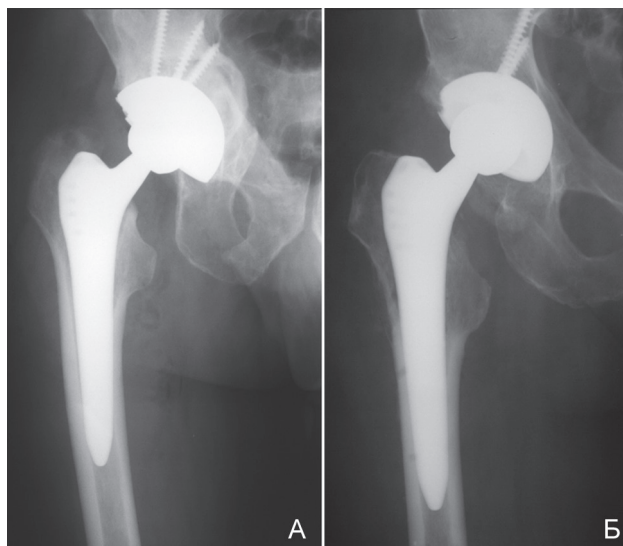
Рентгенограммы правого тазобедренного сустава после тотального эндопротезирования протезом “ZIMMER” с бесцементной фиксацией обоих компонентов. Рентгенограмма А – пациент 1; рентгенограмма Б – пациент 2
